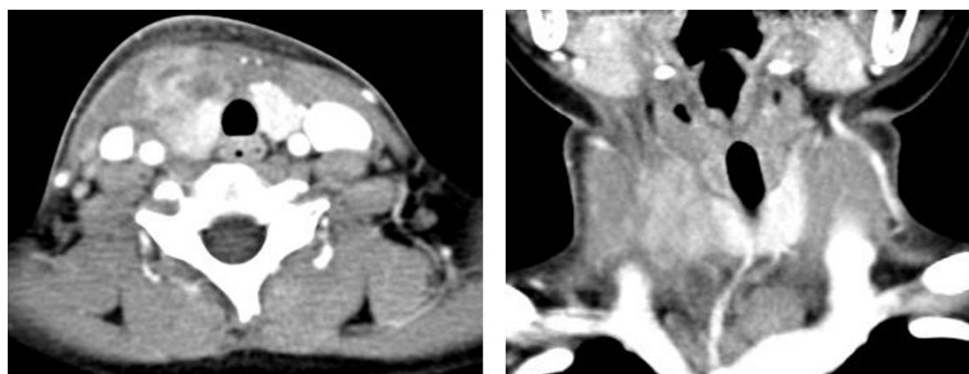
Computed tomography scan showed an enlargement and heterogeneous enhancement of the right lobe of the thyroid gland and ring enhanced lymphadenopathy in the right lower neck (Hospital day #7).
